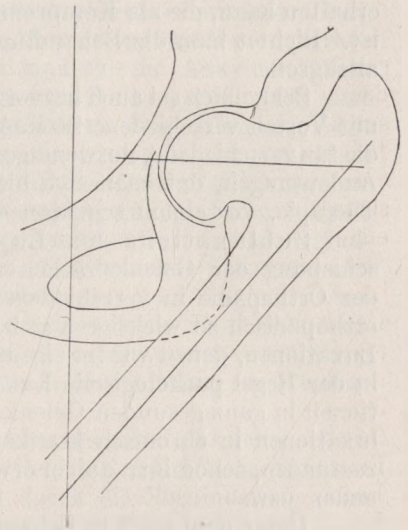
Konturpause eines Röntgenbildes von einer Coxa vara, konzentrisch im Gelenk eingestellt. (27jähr. ♀. Prkl. 6185, 4. 11. 1912.)
